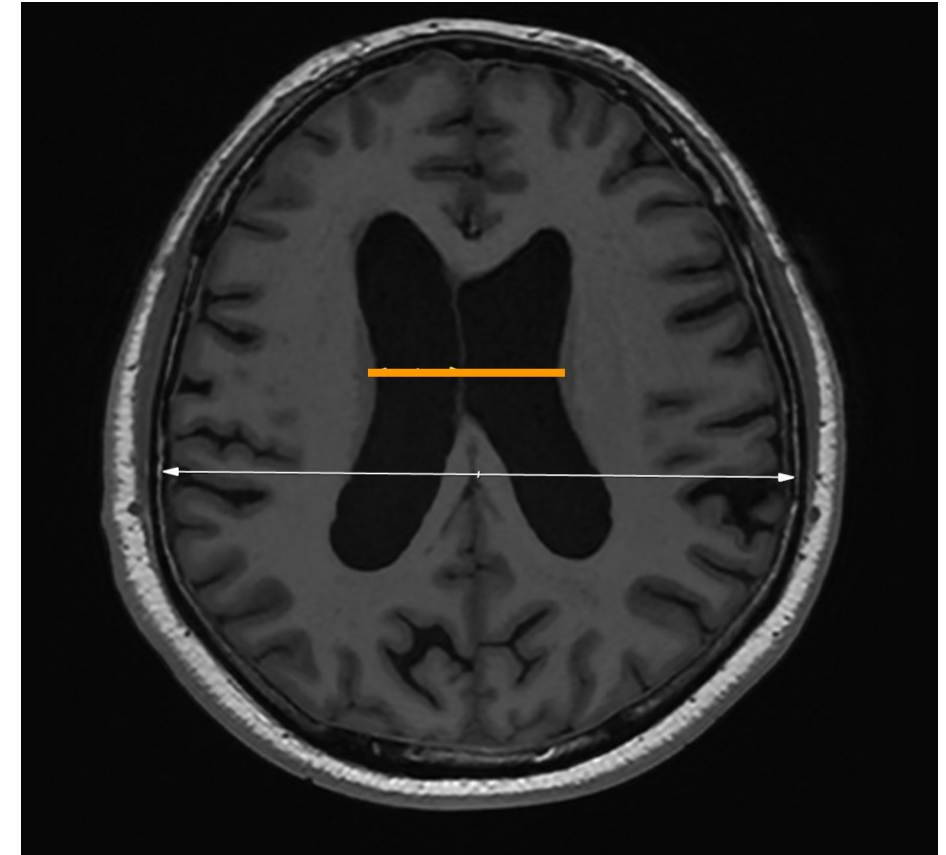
Corte axial RM mostrando medición mCMI
